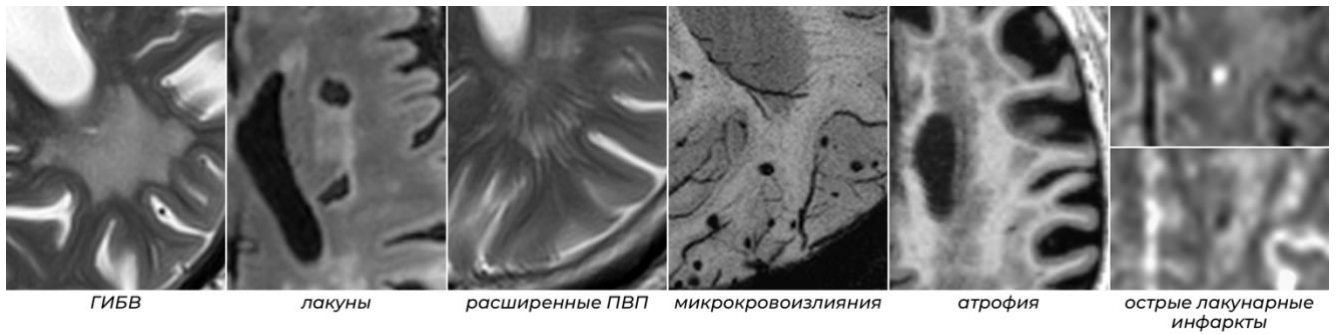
МРТ-признаки ЦМА согласно критериям STRIVE от 2013 г.
